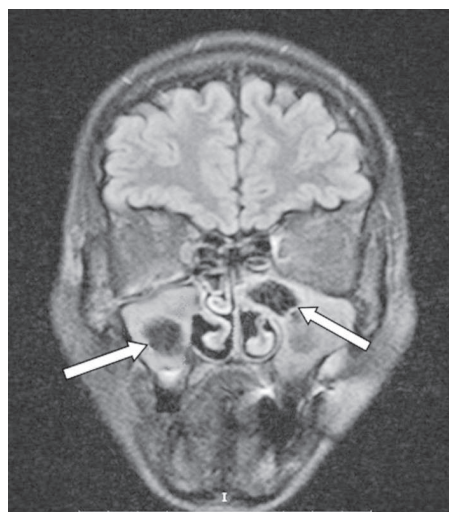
Пациент Г. 29 лет. МРТ ОНП. Коронарная проекция, T2-ВИ. В правой и левой ВЧП участки «пустого» сигнала (стрелки)
